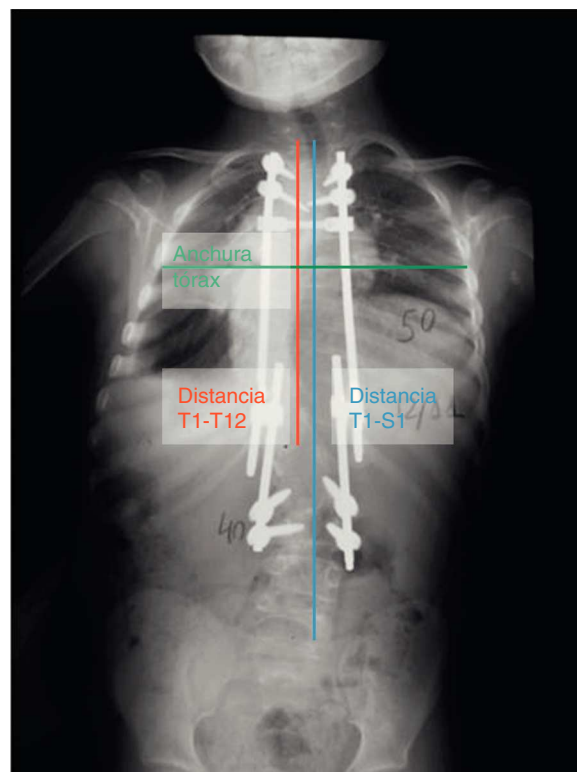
Telerradiografía posteroanterior de un paciente con escoliosis de inicio precoz en tratamiento con barras de crecimiento dobles. Están representadas la distancia T1-T12 (la línea vertical que une platillo superior de T1 con platillo inferior de T12), la distancia T1-S1 (la línea vertical que une el platillo superior de T1 con el borde superior de S1) y la anchura coronal del tórax a nivel de T6.
